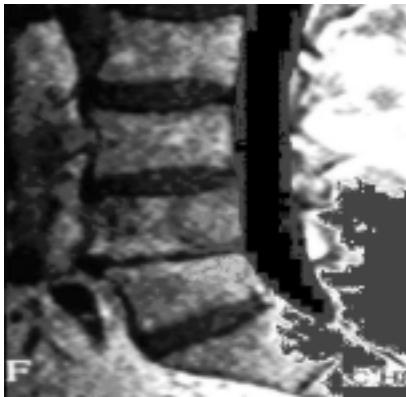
На МРТ больной С. 38 лет изменение структуры тела L5, компрессия межпозвонкового диска L5-S1.
